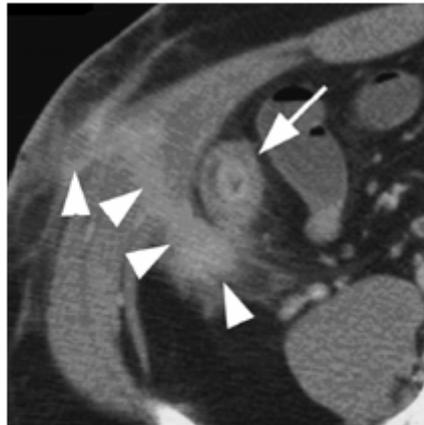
Imagen de TC tras administración de contraste oral y endovenoso donde se aprecia el signo de la diana.
